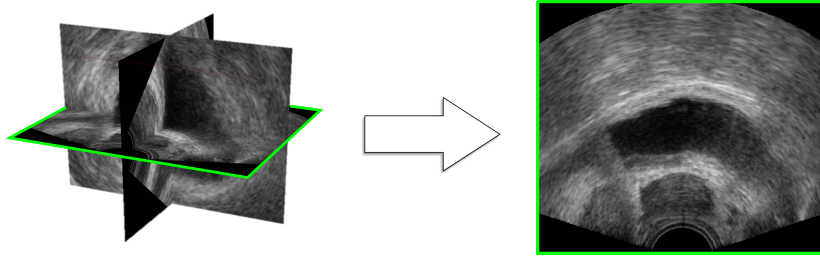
Extraction de l'image centrale d'un volume échographique.
